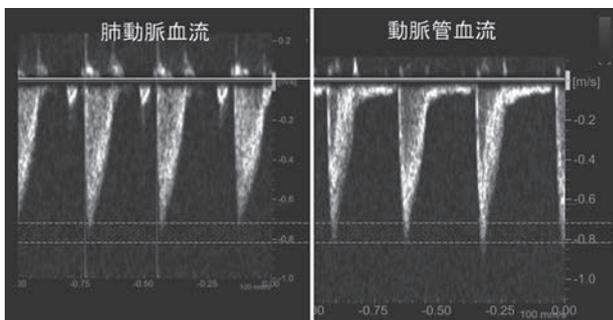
胎仔（出生3日前）の肺動脈と動脈管血流のエコー画像
